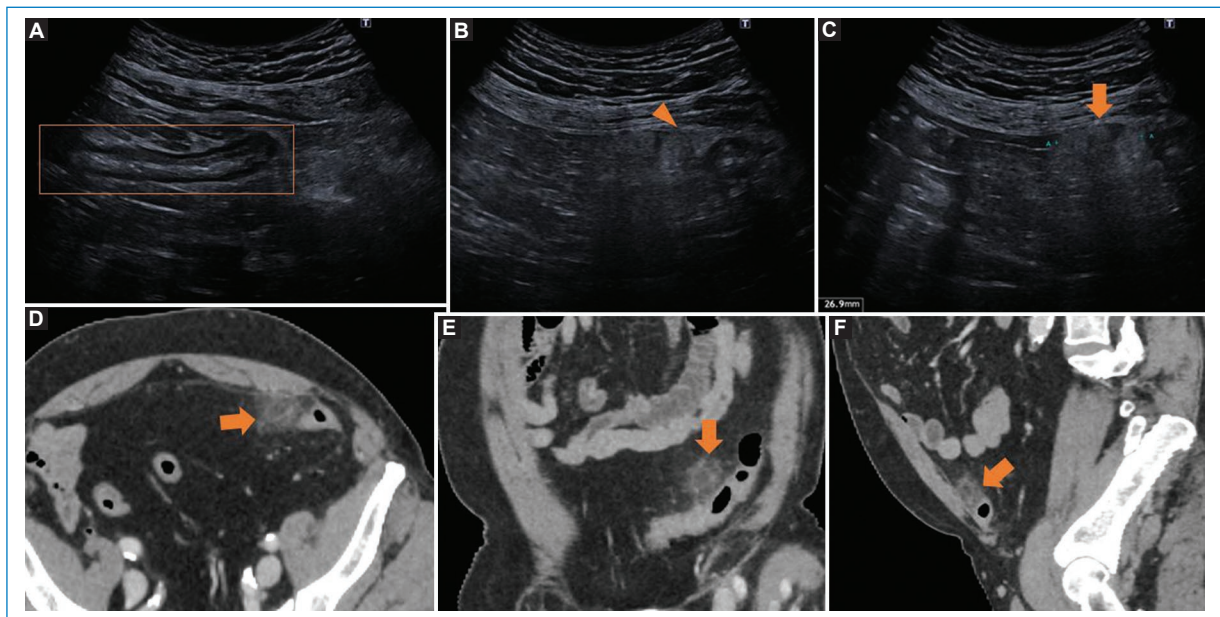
Varón de 72 años que acude al servicio de urgencias por dolor en fosa ilíaca izquierda. No tiene ni fiebre, ni náuseas ni vómitos. Como antecedentes personales tiene hipertensión arterial, diabetes tipo 2, obesidad y dislipidemia. A: ecografía donde se observa colon descendente sin divertículos. B y C: ecografía en la que se identifica hiperecogenicidad focal de la grasa adyacente al colon (flechas). D: TC axial oblicuo. E: TC coronal oblicuo. F: TC sagital oblicuo. Se objetiva cambios inflamatorios focales de la grasa, adyacente al colon, de morfología redondeada, con imagen hiperdensa periférica en forma de anillo e imagen lineal central (visible en reconstrucción D), compatible con la vena trombosada, todo ello en relación con apendagitis epiploica en sigma (flechas). TC: tomografía computarizada.
